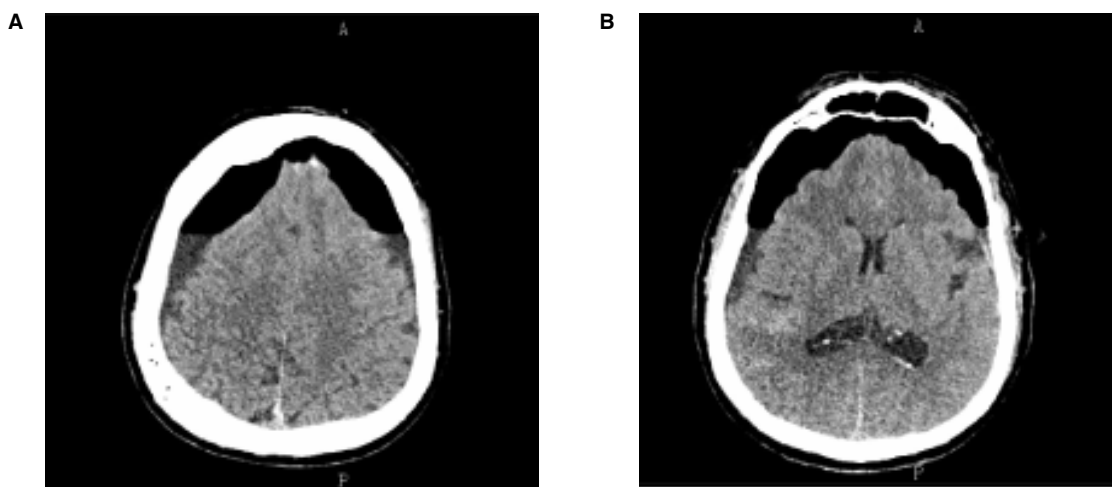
Tomografía axial computarizada de cráneo en la que se observa neumoencéfalo a tensión y la imagen de Monte Fuji. Nótese la presencia de aire interhemisférico entre las puntas de los lóbulos frontales y la imagen hiperdensa que semeja la nieve (flecha).
